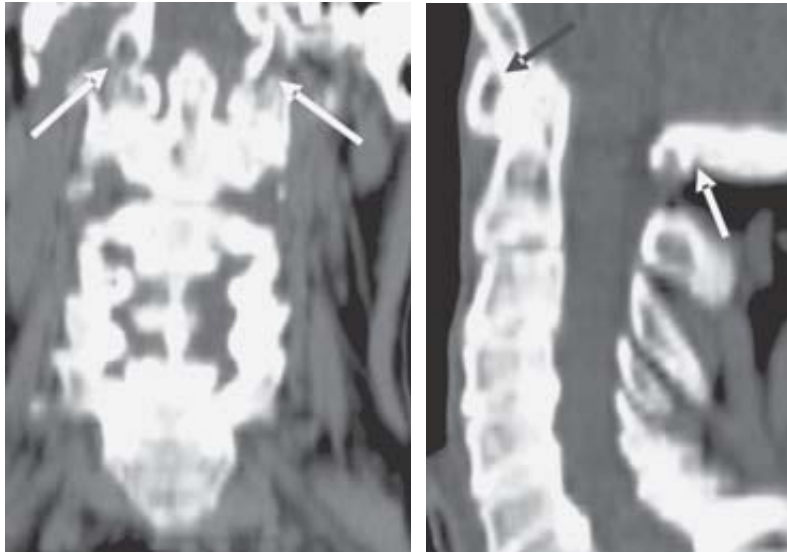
Asimilación del atlas al occipital. Reconstrucciones multiplanares de TC mostrando fusión del atlas a los cóndilos del occipital (flechas).
